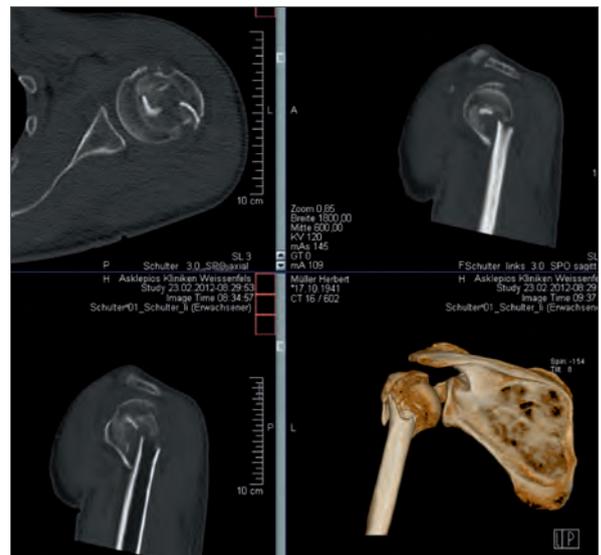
Gleiche Fraktur, in der CT jedoch deutlich besseres Verständnis der Fraktуреntität.
